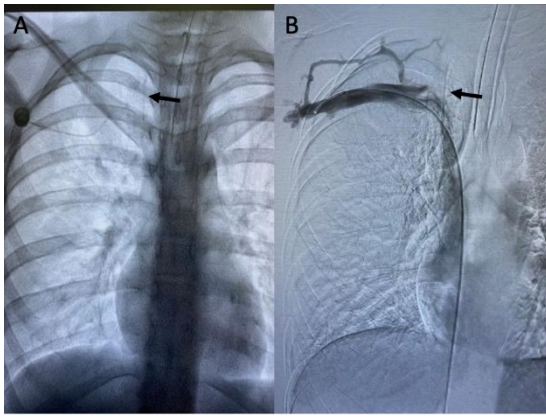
A. Radiografía anteroposterior. La flecha negra muestra el segmento fracturado del catéter. B. Flebografía por fluoroscopia en la que se observa (flecha negra) el segmento del catéter en confluente yugulosubclavio y vena cava superior intratrombo.
